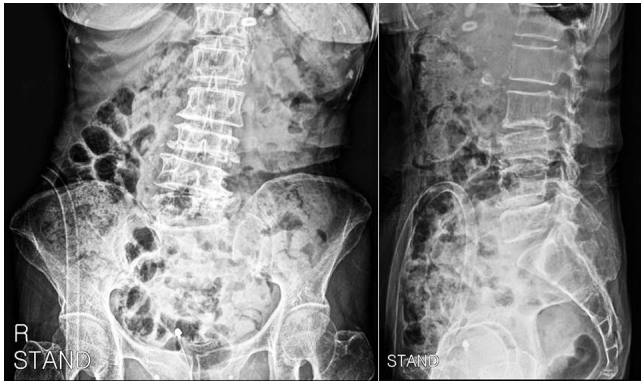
An X-ray showing degenerative scoliosis and compression deformity at L3.
